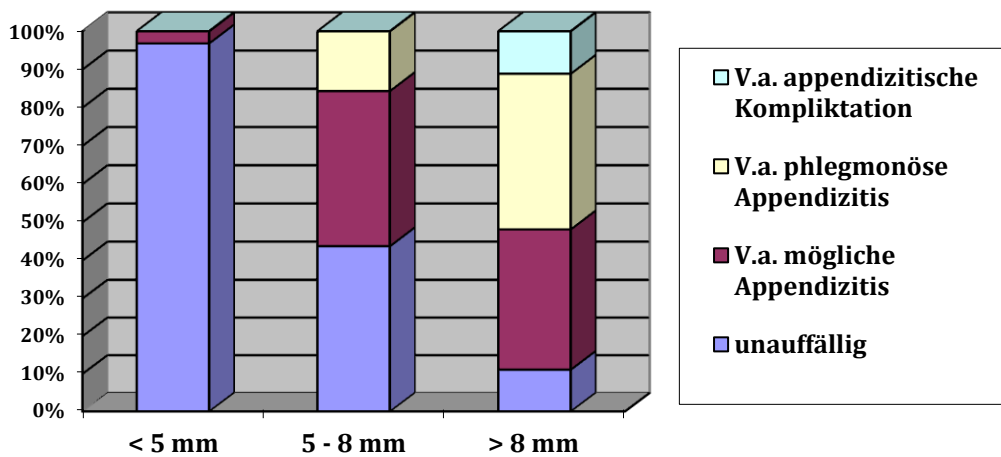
Vergleich Sonographiebefund mit Durchmesser in der Sonographie Erwachsene
